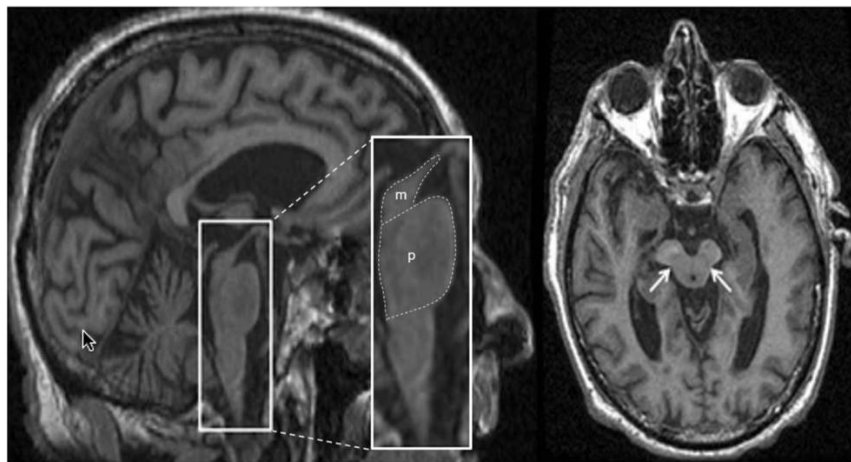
Images IRM T1 dans la PSP montrant l'atrophie du mésencéphale en cas de PSP.
